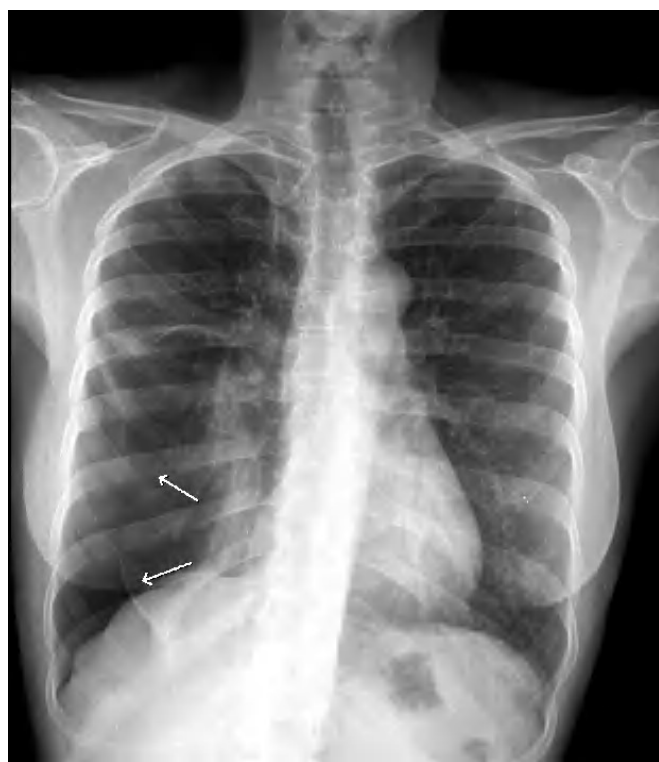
Caso número 5. Radiografía posteroanterior de tórax. Neumotórax basal derecho (flechas), pequeño derrame pleural asociado y cambios postquirúrgicos en el vértice pulmonar derecho.
